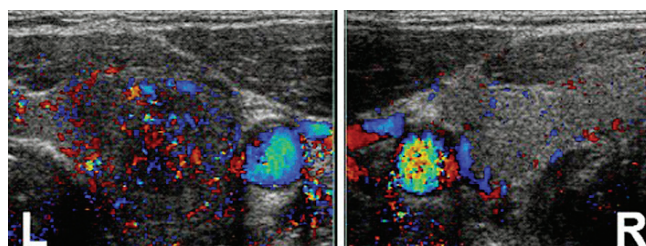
Ultrasound examination with colour Doppler demonstrating left lobe (L) hyperaemic and hypoechogenic non-homogenous structure with enlargement compared to mild right side
